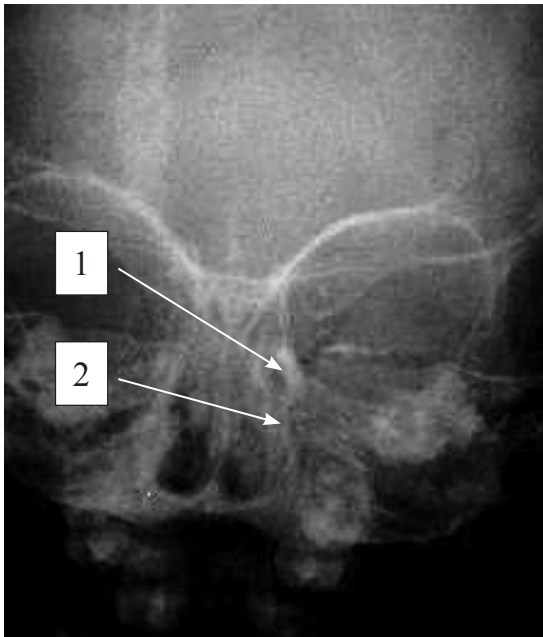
Ребенок Г., 1,5 года. Рентгенография с контрастированием СОП в передне-задней проекции. Хорошо контрастирован слезный мешок среднего размера (стрелка 1). Полость НСП не визуализируется (стрелка 2)
